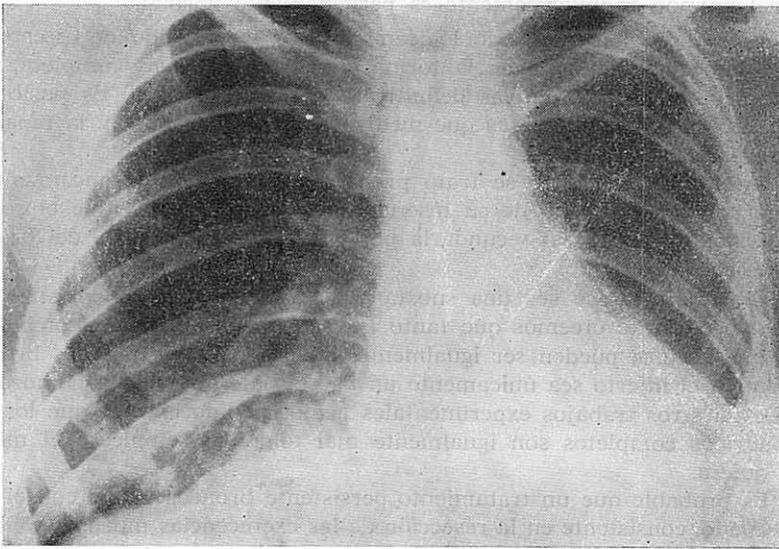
Radiografía simple practicada a los tres meses de la intervención.
